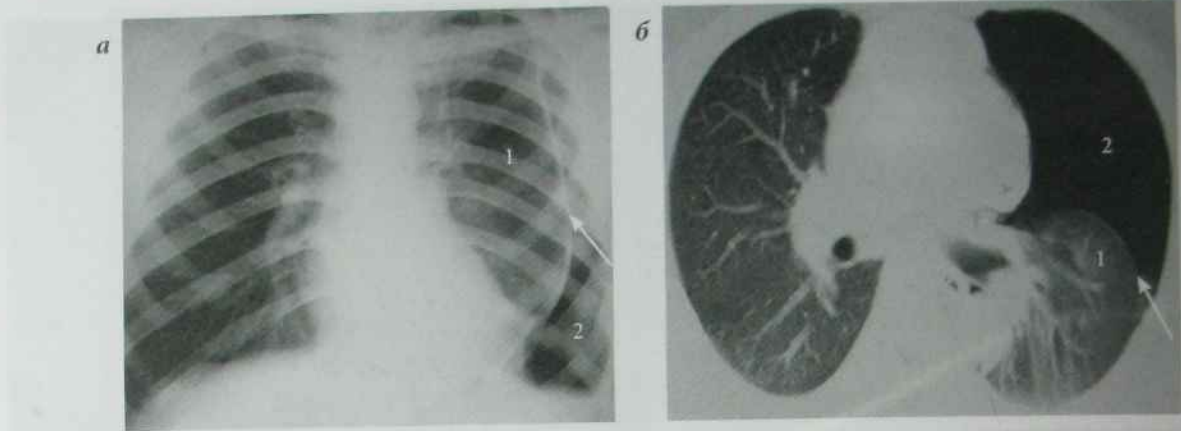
а) рентгенограма ОГП в прямій проекції: пневматизація легень знижена за рахунок забиття легеневої тканини; корені легень не розширені, структурні; діафрагма на рівні VI міжреберних проміжків; органи середостіння не зміщені від середньої лінії; на тлі легень та за їх межами визначаються лінійні просвітлення в місці розташування грудних м'язів, внаслідок наявності повітря в підшкірній жировій клітковині та між волокнами грудних м'язів; визначаються переломи VII–VIII ребер по лівій задній аксілярній лінії (стрілки); травматичний лівобічний пневмоторакс, міжм'язова та підшкірна емфізема; переломи VII–VIII ребер по лівій задній аксілярній лінії (1 — підшкірна емфізема, 2 — дренажна трубка в плевральній порожнині); б) КТ ОГП, аксіальна проекція (1 — вільне повітря в лівій плевральній порожнині, 2 — повітря в підшкірній жировій клітковині); в) КТ ОГП аксіальна проекція (1 — місце перелому ребра, 2 — гемоторакс, 3 — підшкірна гематома); г) КТ ОГП, аксілярний зріз. Забій легень (множинні хмароподібні субплевральні ущільнення легеневої тканини з нерівними нечіткими контурами (стрілка) обумовлені крововиливами в паренхіму легень, легеневий малюнок посилений)
